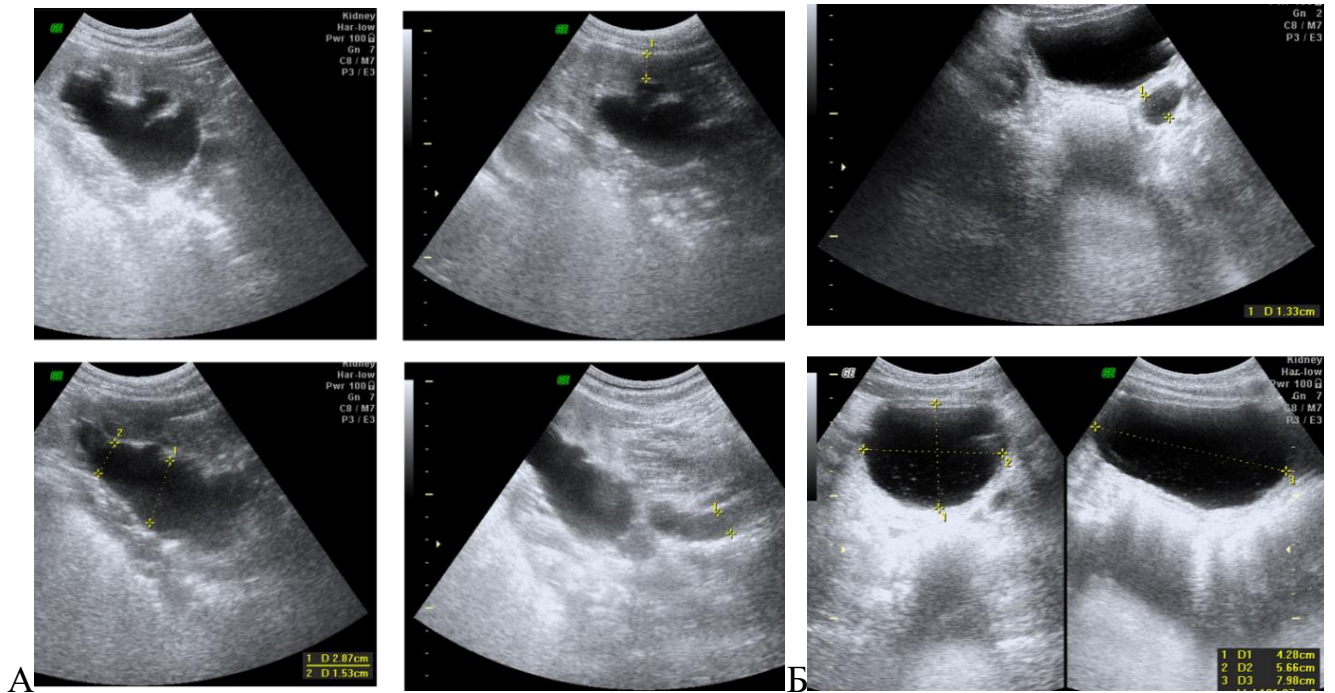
Пример УЗИ у пациента П. с мегауретером единственной почки. А. Измерение: толщины паренхимы почки, переднезаднего размера лоханки, толщины мочеточника в верхней трети. Б. Измерение: диаметра в дистальной трети мочеточника и объема мочевого пузыря.
